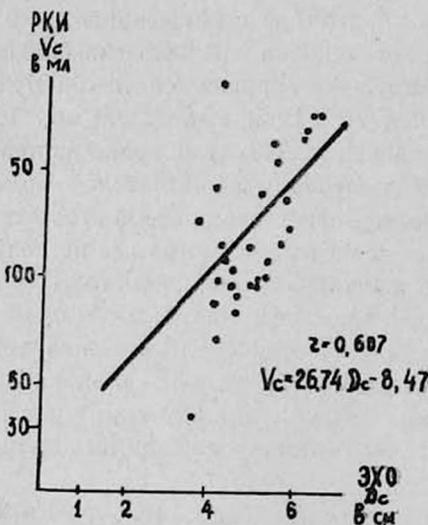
Корреляция эхокардиографического систолического размера полости левого желудочка (ЭХО,  $D_c$  в см) и рентгенокимографического систолического объема полости (РКИ,  $V_c$  в мл).
